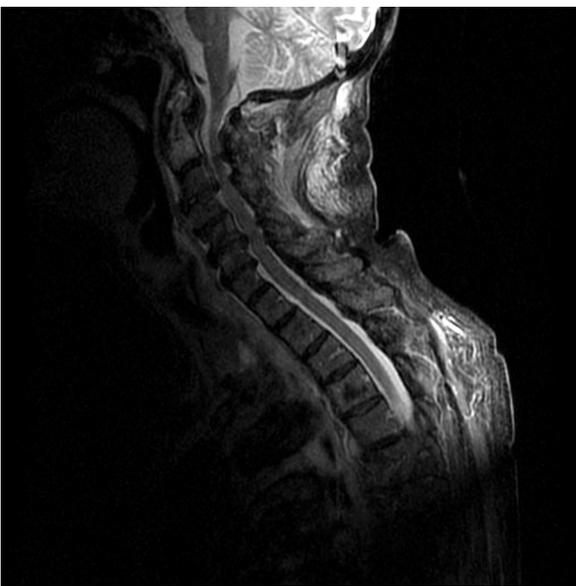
La RM muestra una fractura de odontoides con desplazamiento e hiperséñal STIR en toda la vértebra compatible con edema. Se aprecian además, signos de espondilosis con herniaciones discales múltiples C2-C7 con compromiso medular.
